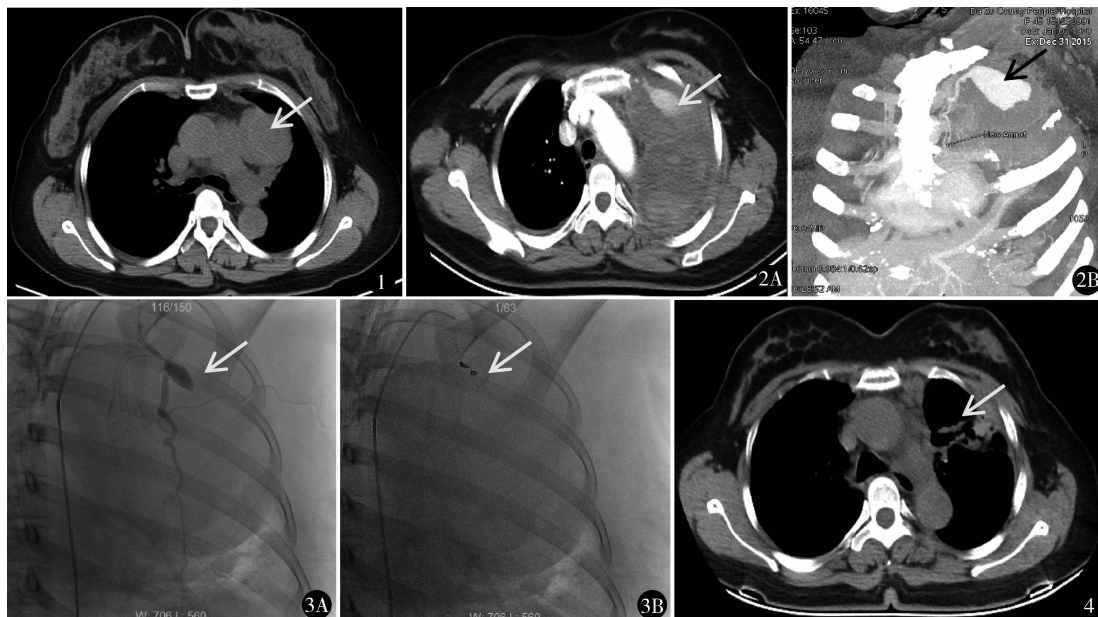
CT:左侧胸腔内占位性病变,考虑纵隔来源,与肺动脉分界不清 图 2 胸部 CTA:左上胸肿块内见一梭形明显强化影,供血动脉由左前胸壁后缘发出 图 3 介入术中:封堵前可见供血动脉为胸廓内动脉 (A),封堵后封堵器远心端未见显影 (B) 图 4 介入治疗后 2 年胸部 CT:胸腔内占位已基本吸收
